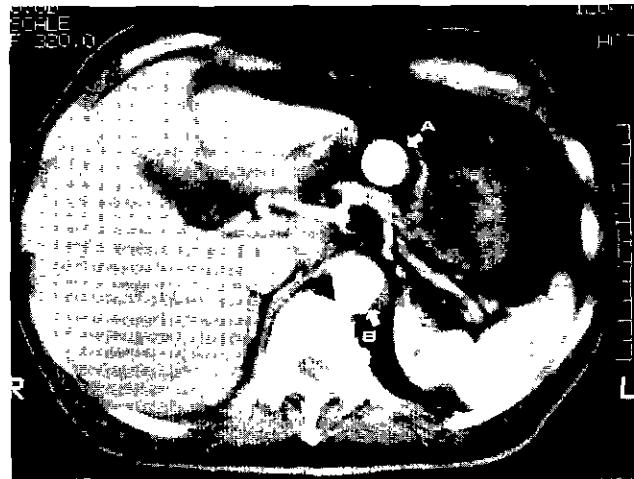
Postoperative CT(A: Graft, B: Descending Thoracic Aorta).
